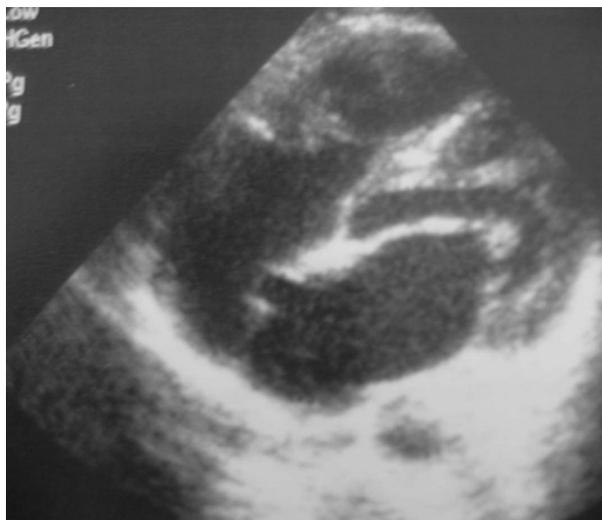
Aneurisma del septo interauricular objetivada en la ecocardiografía transtorácica.
